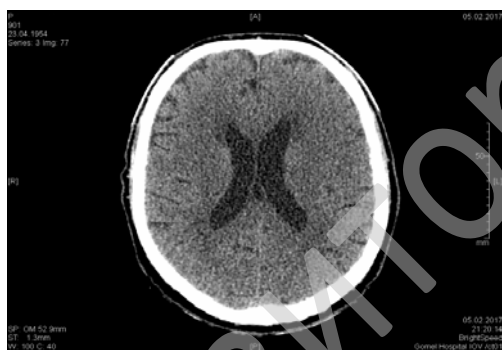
Срез томограммы головного мозга от 05.02.17, спустя 1 ч 40 мин от появления первых симптомов
